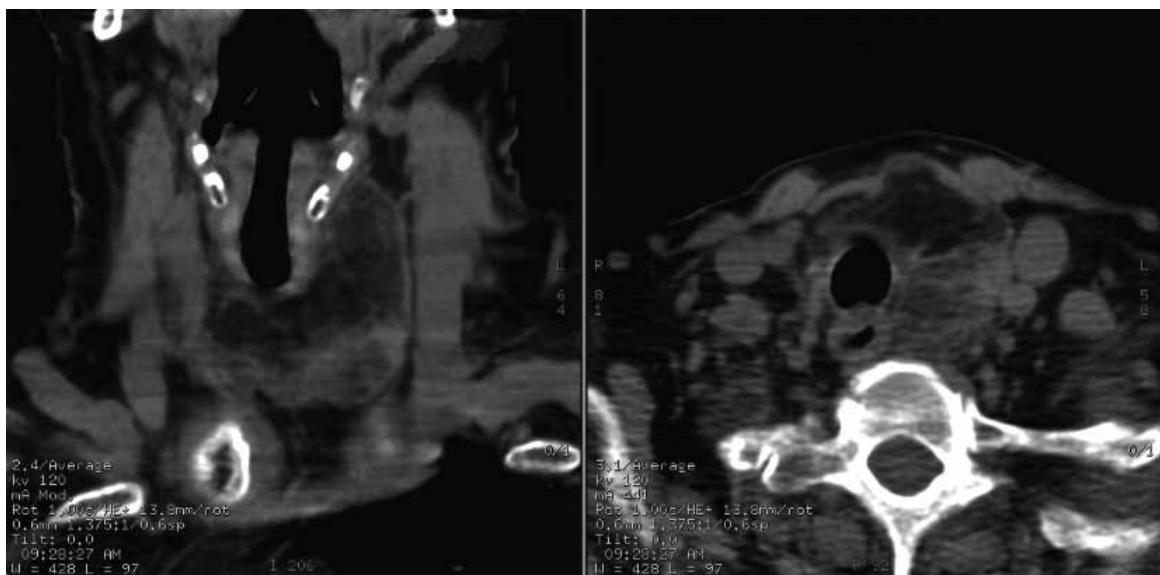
Imagen axial y coronal de TC de cuello sin contraste, que muestra el aumento de volumen muy hipodenso de la glándula tiroidea.
